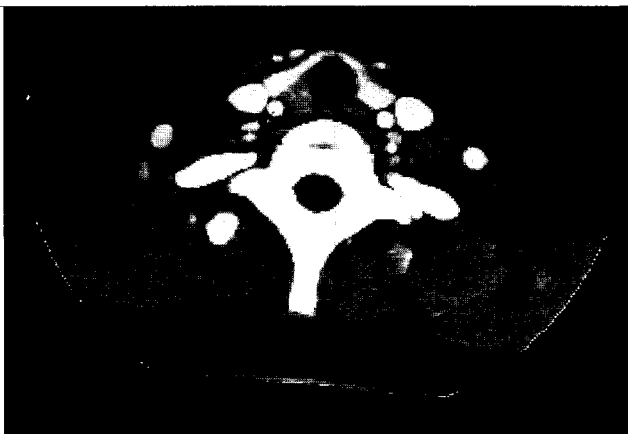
Preoperative CT findings : homogeneously enhanced 1×0.5 cm sized mass is seen at the thyroid level of tracheal wall
